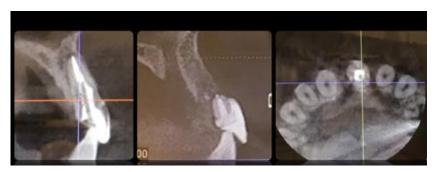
Данные компьютерной томографии Fig. 9. Computer tomography data
